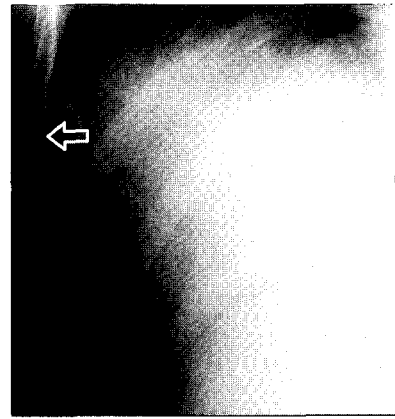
X-ray image after 15 sec in full inhalation while phonating "a" represents the maintenance of bad diaphragmatic elasticity because of an elevation of diaphragm.
